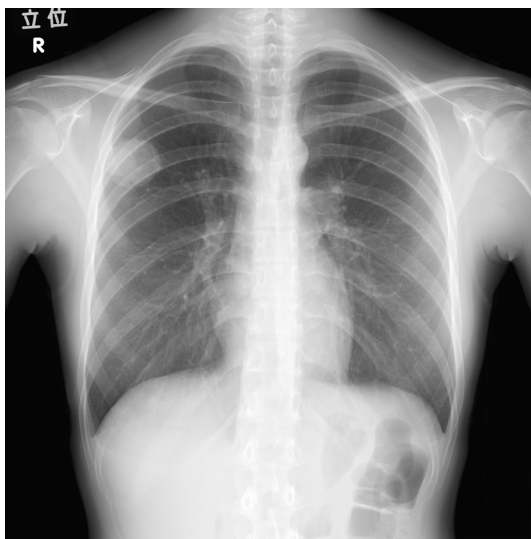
A chest X-ray roentgenogram showed a large mass in the right upper lung field.
